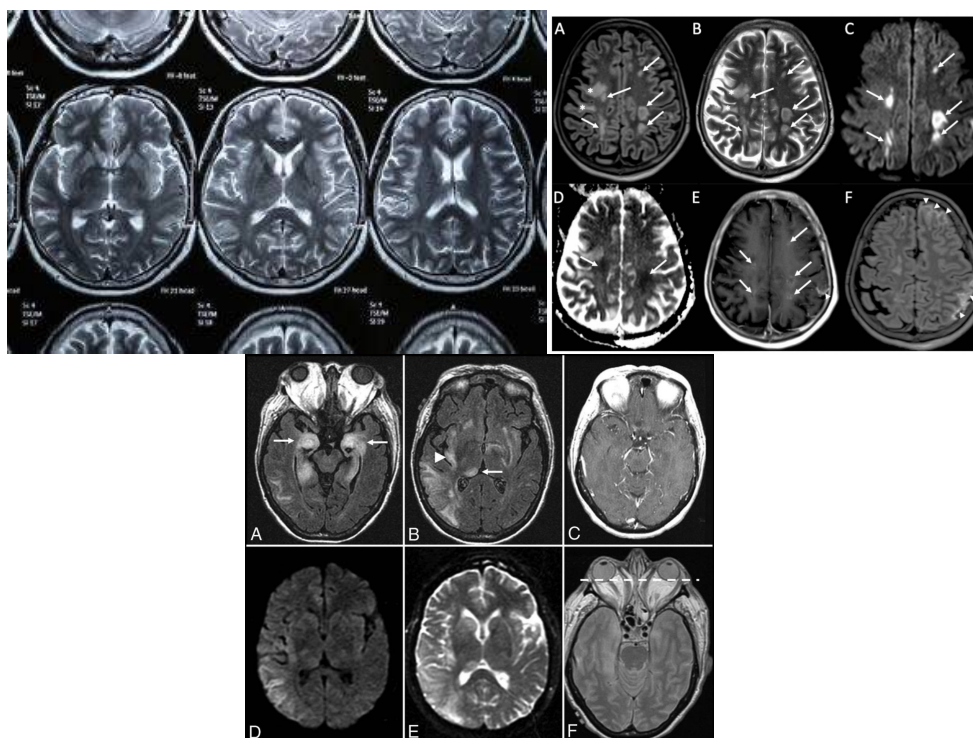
МРТ признаки дегенеративных изменений с очагами энцефаломалиции в области базальных ядер, в области гиппокампов с обеих сторон. Сосудистая энцефалопатия. Косвенные признаки внутричерепной гипертензии. Гипертрофия аденоидной ткани носоглотки II ст.
